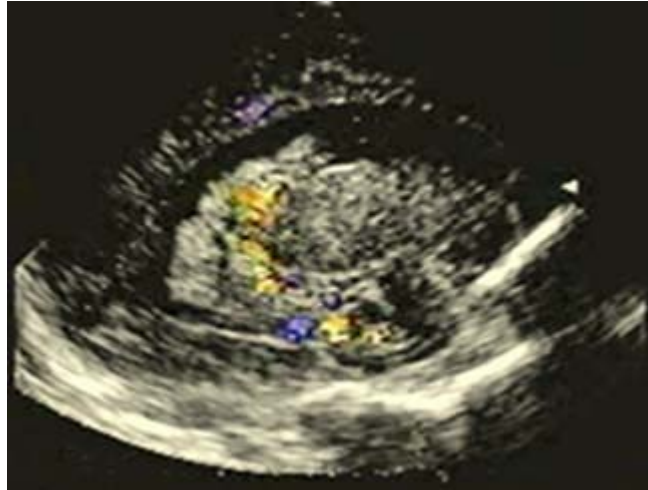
Imagen bidimensional longitudinal. La ecografía doppler codificada a color permite la visualización del flujo sanguíneo turbulento que pertenece a la vía arterial aferente. Foto del autor.
